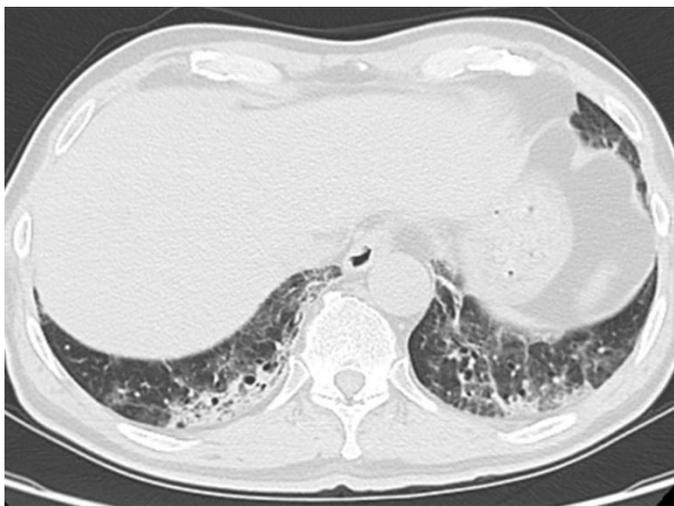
再入院時(発症 24 後)の胸部単純 CT 像
